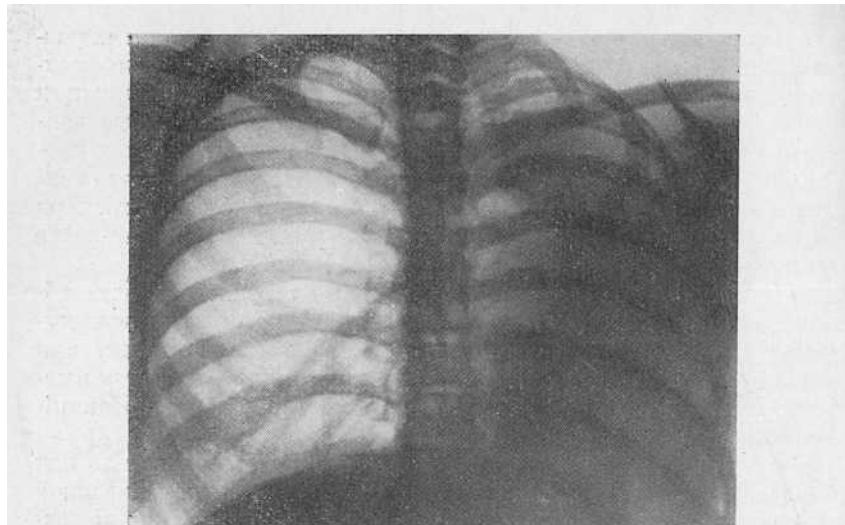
Рентгенограмма больной III. Левое легкое равномерно затемнено. Часть правого легкого проникла через переднее средостение в левую половину грудной полости. Сердце, крупные сосуды и трахея перетянуты влево.
